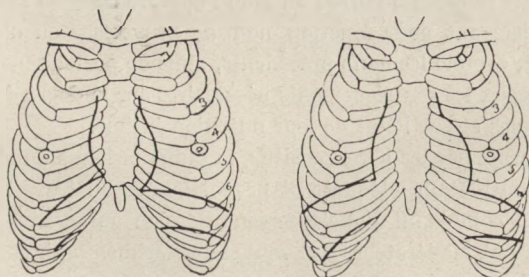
Aires cardiaques données par la radiographie chez des sujets au repos (d'après Mackenzie).
